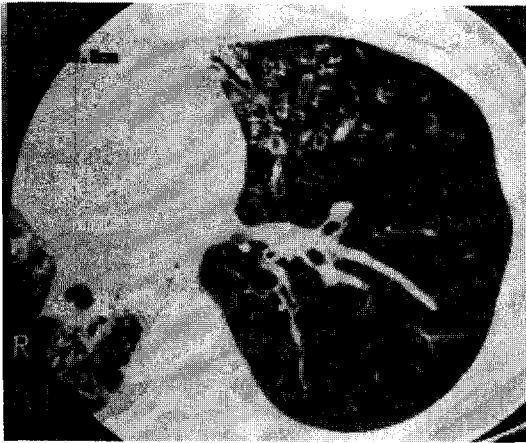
Chest HRCT scan showed peribronchial thickening, cystic and tubular bronchiectatic changes on the left upper lung field and right lower lung field.
